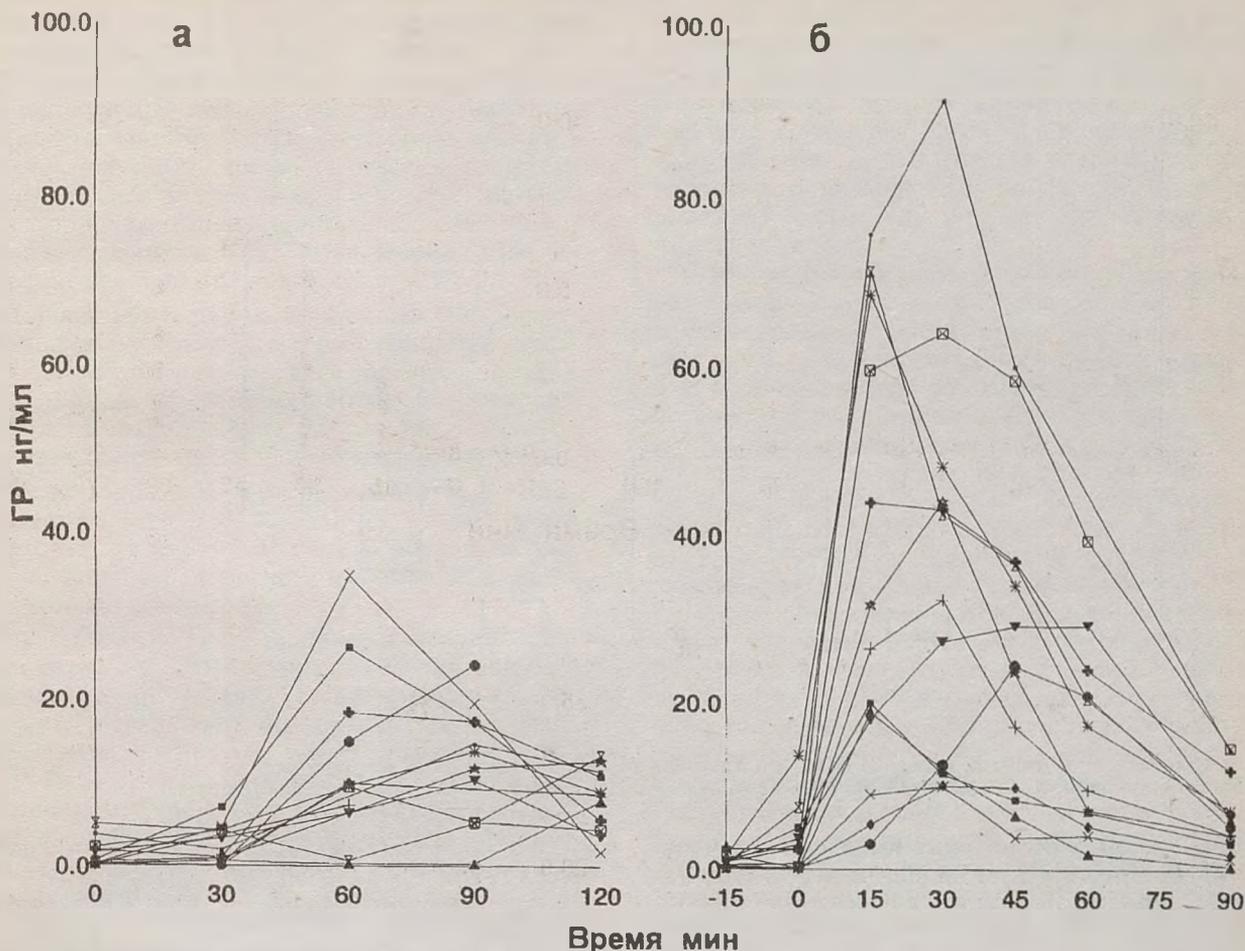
Концентрация ГР в ответ на пероральное введение клофелина (а) и внутривенную инфузию ГР-РГ (б) у больных в группах А (I), Б (II) и В (III).
